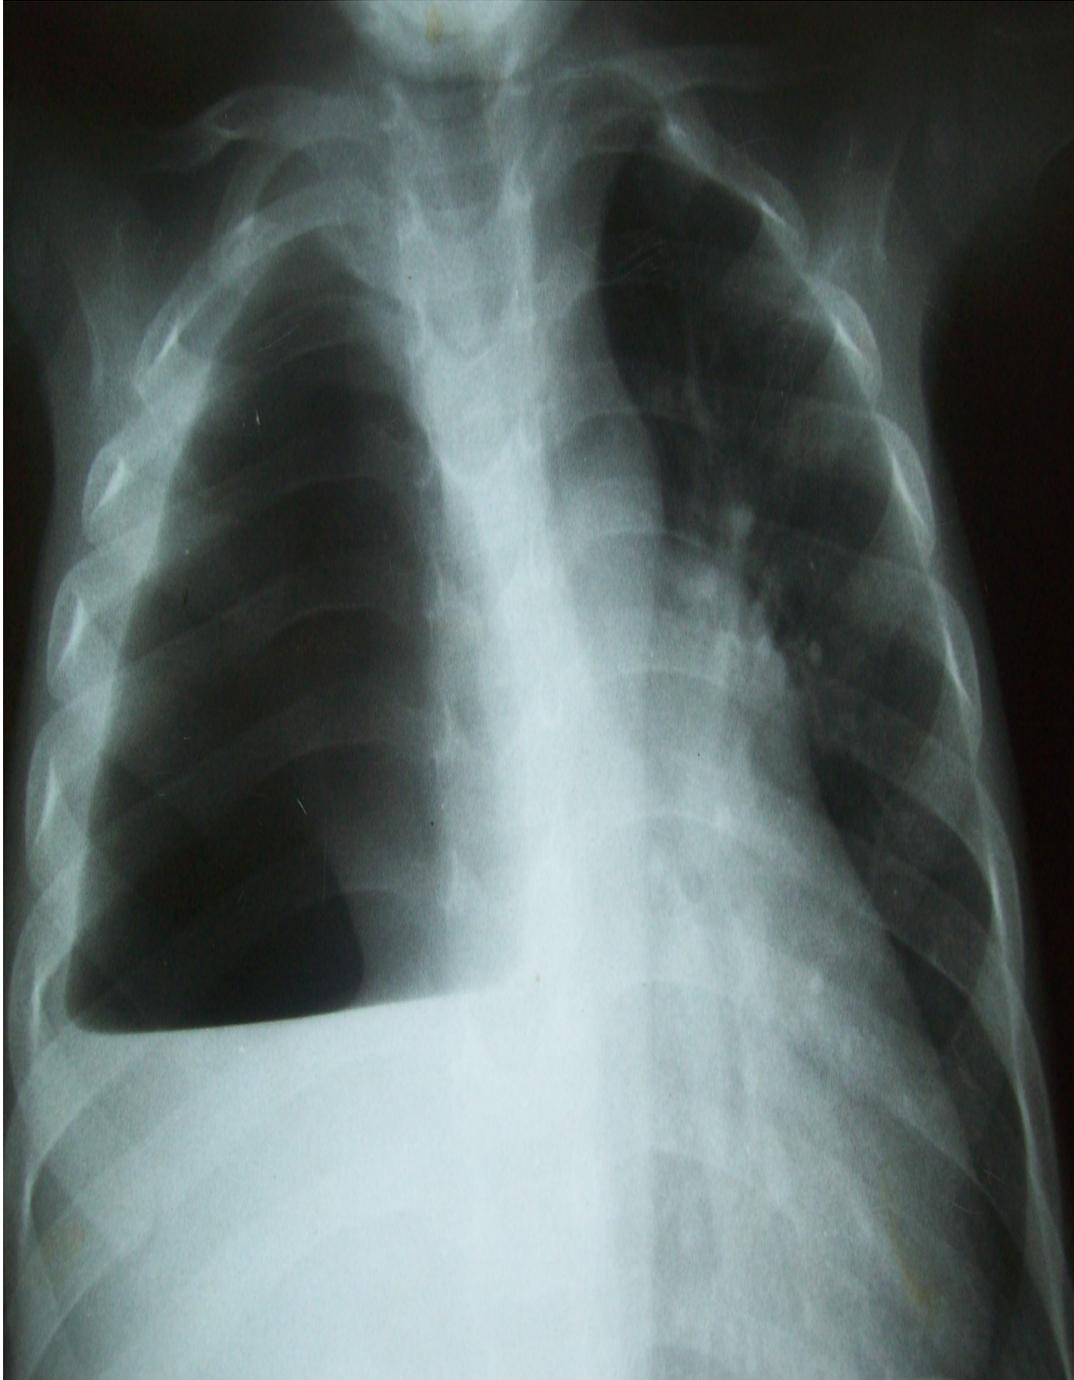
Radiographie thoracique de face après ponction évacuatrice montrant un niveau hydro aérique traduisant un hydro -pneumothorax droit iatrogène, source : service de pneumo-physiologie.
